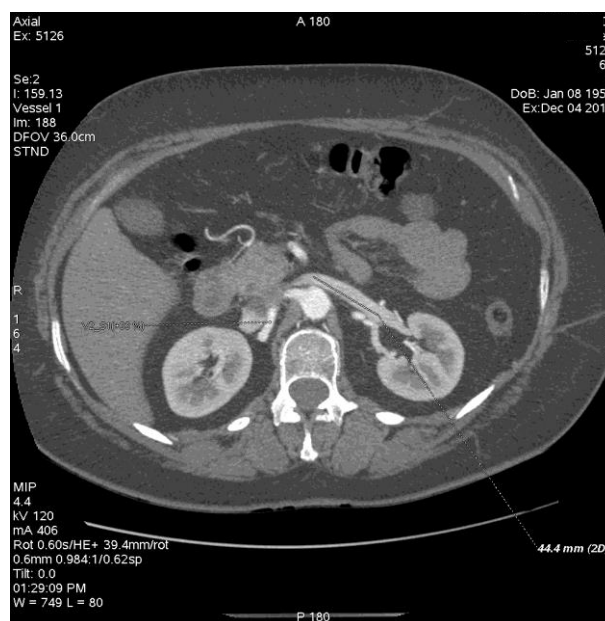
МСКТ нирок з візуалізацією ниркових вен (аксіальний зріз)
